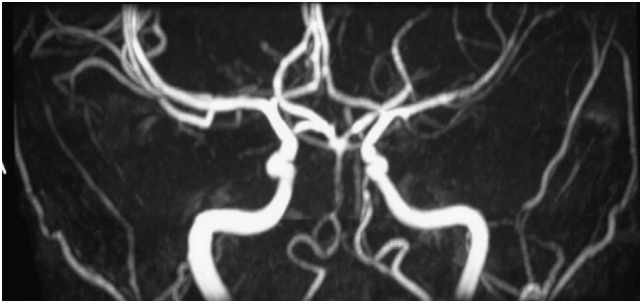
Reconstruction Mip de l'angio-IRM artérielle de mai 2006 : aspect grêle du tronc basilaire ainsi que du réseau sylvien gauche pouvant faire évoquer une vascularite.
